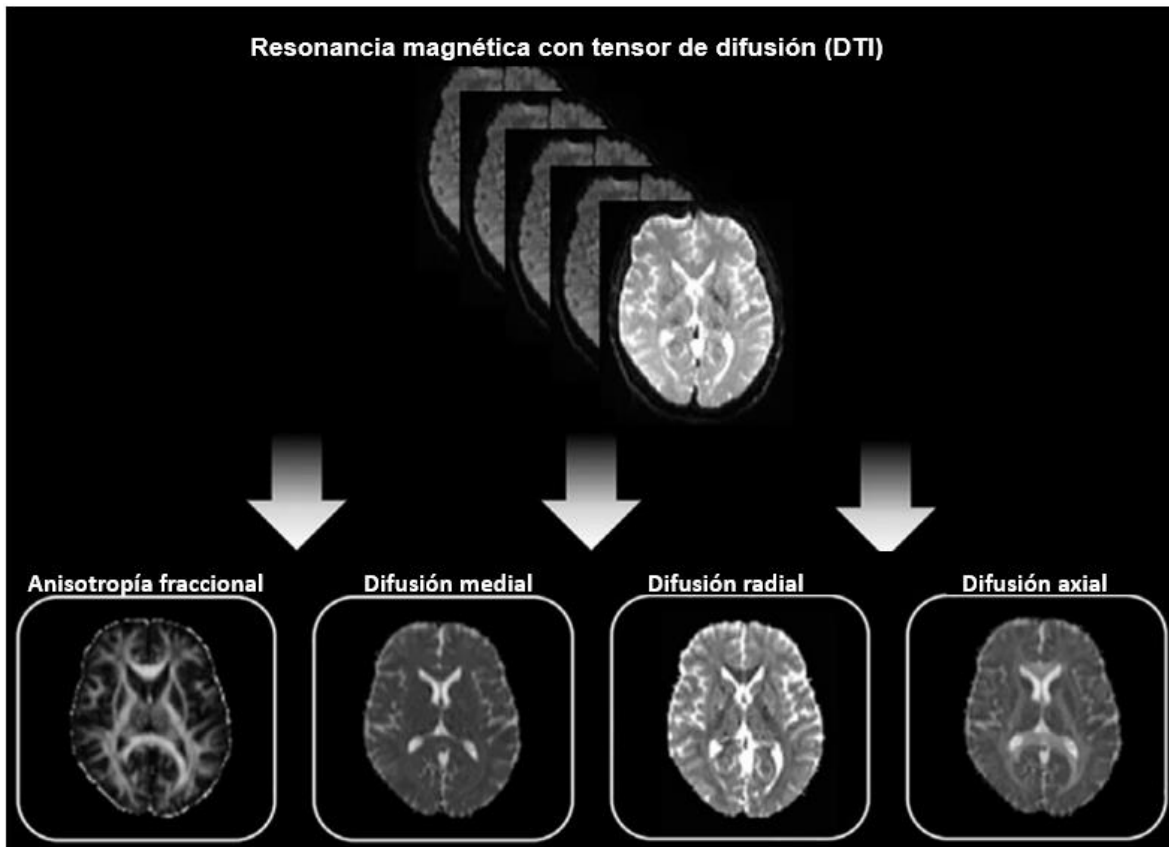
La resonancia magnética de difusión ofrece una visión única de la microestructura tisular y la tractografía de fibras debido a su sensibilidad al patrón de desplazamiento de las
